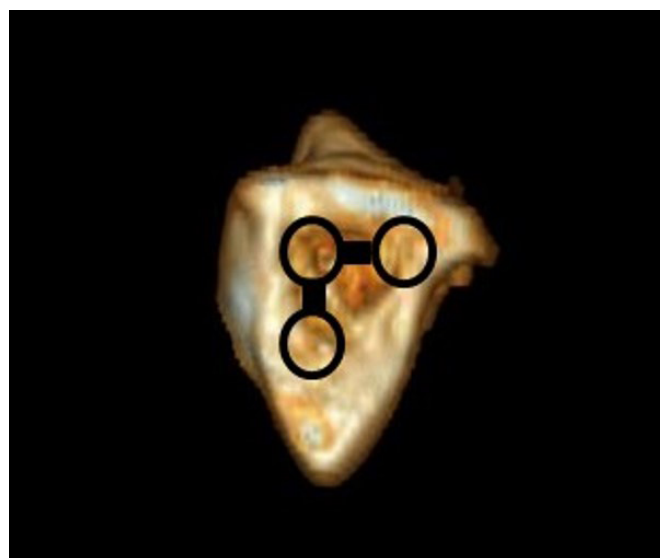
Photographs showing three-dimensional computed tomography scans of the hamate and the recommended position of the self-designed dorsal buttress locking plate.
